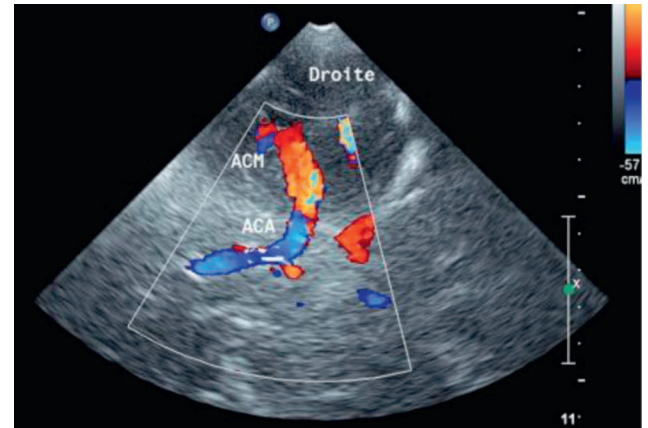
Terminaison de la carotide interne et sa division en ACA (A1) et ACM (M1). (Écho-Doppler couleur.)
